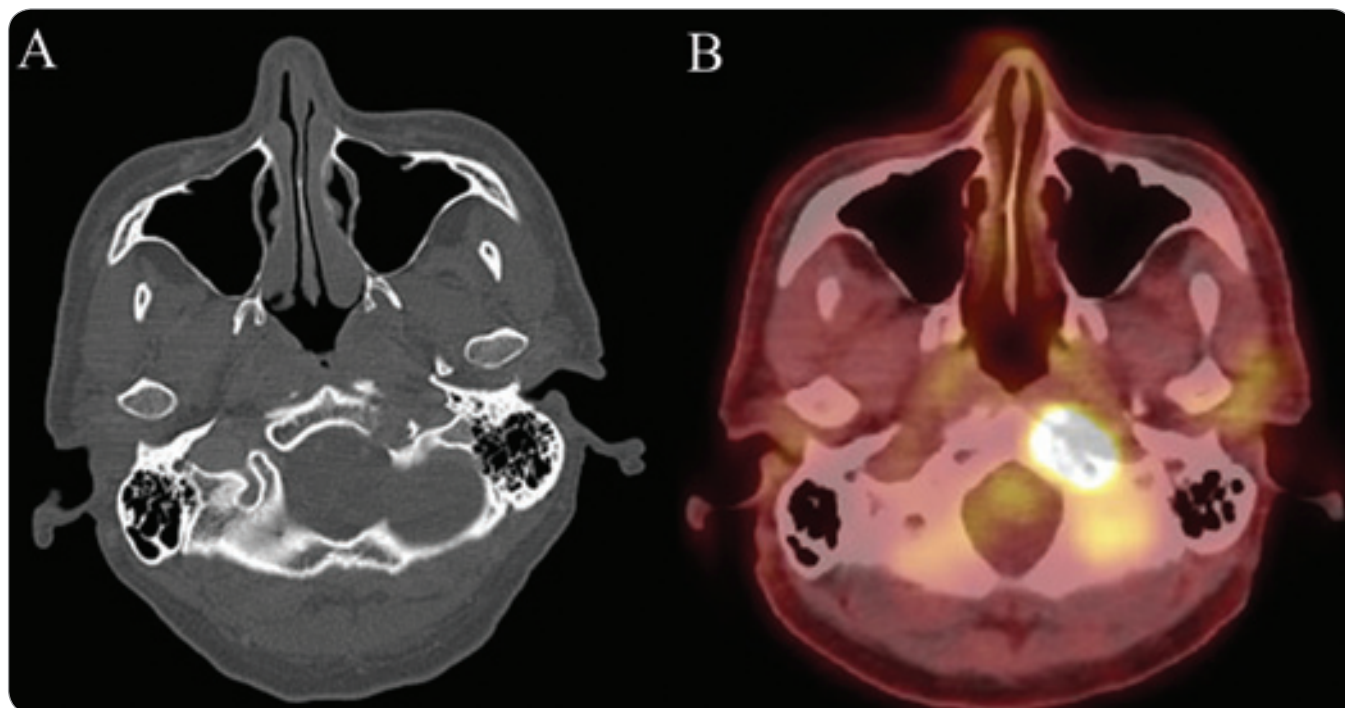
(A) Head CT scan taken at the time of the onset showed an osteolytic change in the left occipital condyle; (B) PET/CT revealed uptake of fluorodeoxyglucose at the osteolytic change in the left occipital condyle.
